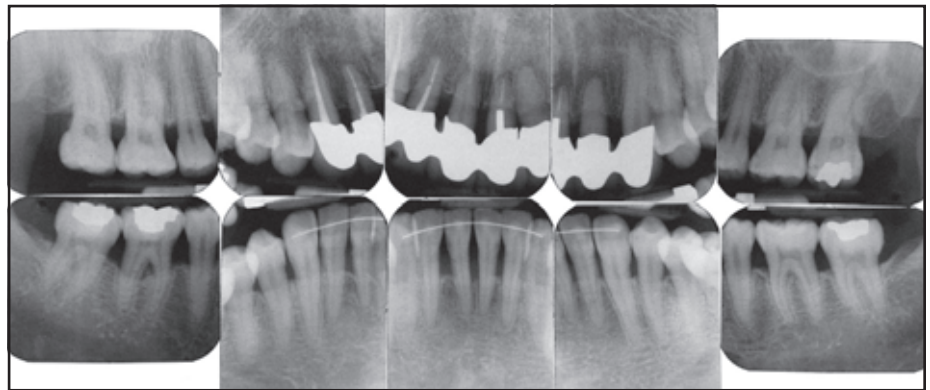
Intraorale Röntgenaufnahmen mit insgesamt verbesserter Knochendichte.
